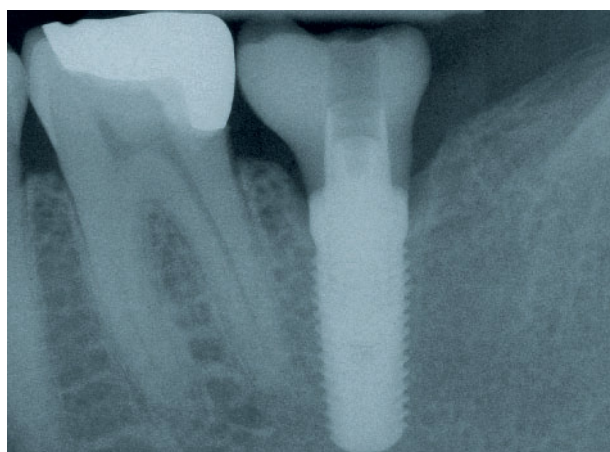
Kontrollröntgenbild nach eingesetzter Implantatkrone 37
